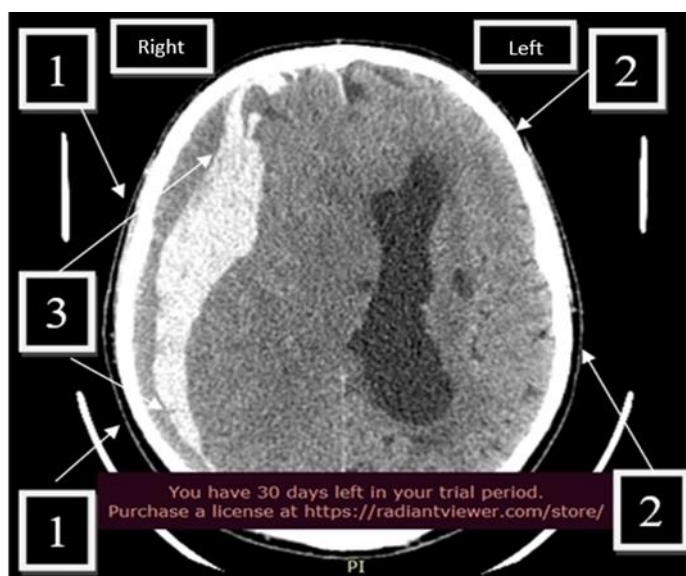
Рисунок № 1. КТ ГМ гр-на А, 76 лет, до проведения операции. В прямоугольной рамке: «Right» - правая сторона, «Left» - левая
